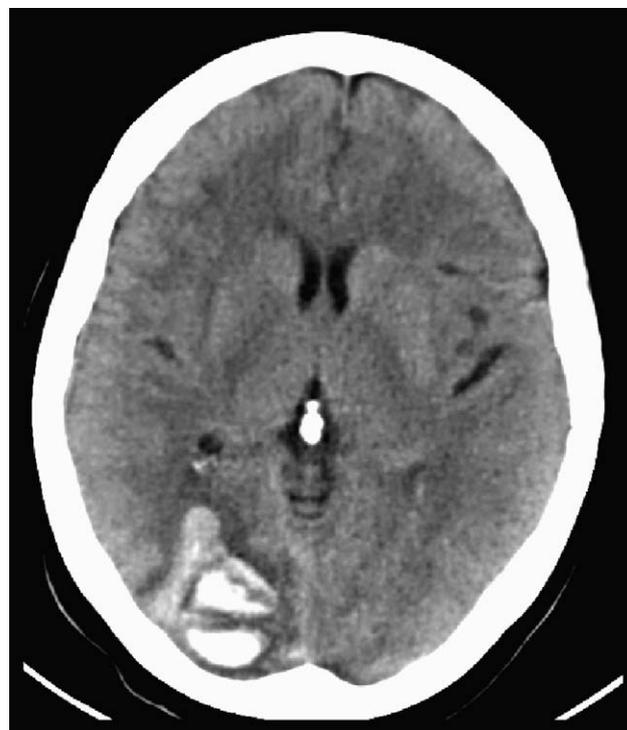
TC cerebral en la que se aprecia un hematoma occipital derecho en evolución.
